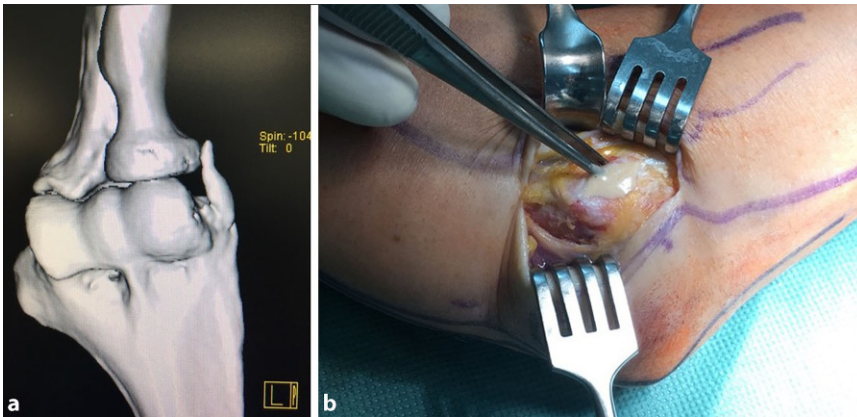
▲ Verkalkung im Bereich des Ansatzes der gemeinsamen Extensorensehne am lateralen Epikondylus. a Darstellung in der Computertomographie, b intraoperatives Bild. (Mit freundl. Genehmigung © Arcus Sportklinik Pforzheim, alle Rechte vorbehalten)
